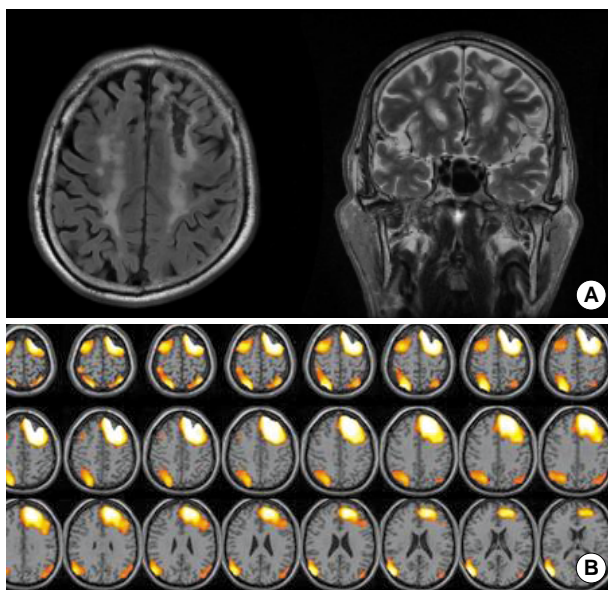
Brain MRI and Positron Emission Tomography (PET) images. (A) Brain MRI disclosed chronic infarction with left ACA-MCA borderzone territory such as, left lateral orbitofrontal cortex and sub-cortex. (B) Brain PET showed hypometabolism in both frontal and parietal areas.
